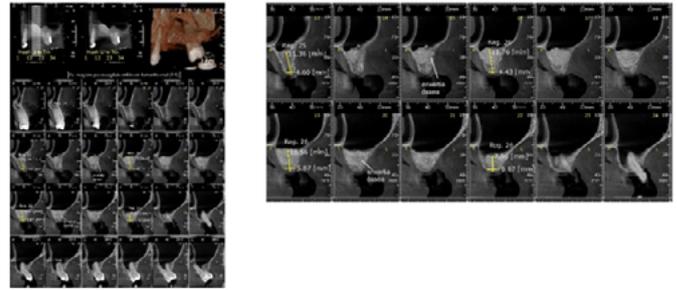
Tomografia 6 meses após a cirurgia de levantamento de seio maxilar.
